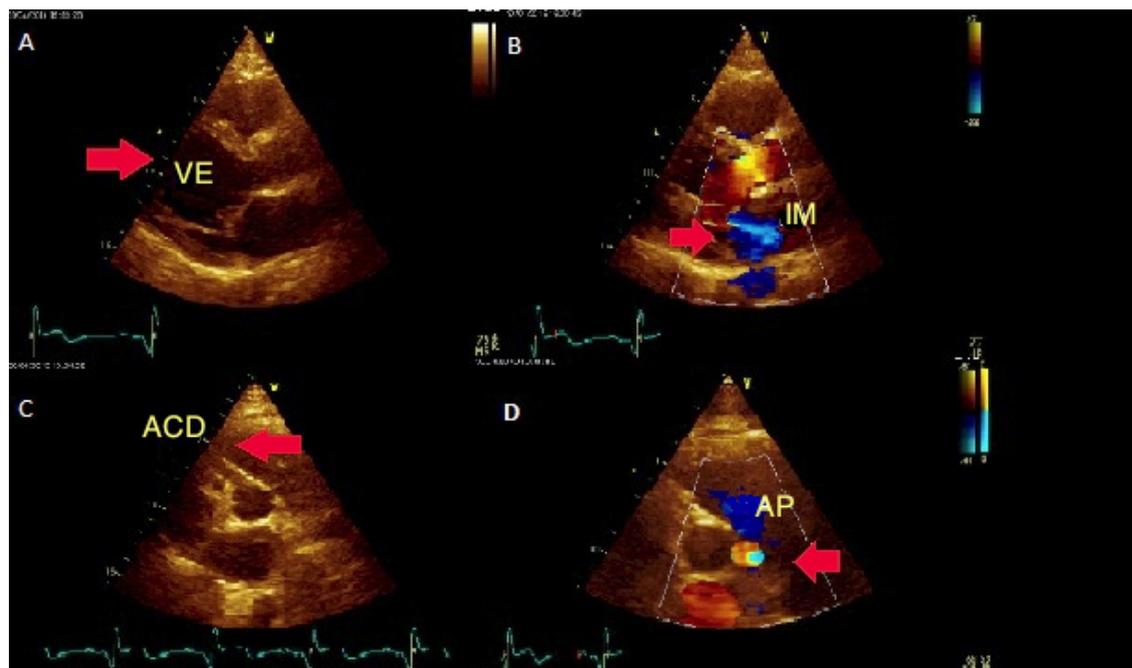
Achados ecocardiográficos na síndrome da origem anômala da artéria coronariana esquerda proveniente do tronco da artéria pulmonar evidenciando em A: Ecodopplercardiograma demonstrando aumento dos diâmetros cavitários do VE no corte paraesternal longitudinal (seta); B: Insuficiência mitral leve visualizada no paraesternal longitudinal (seta); C: Artéria coronariana direita dilatada (seta); D: Presença de fluxo sistólico diastólico no tronco da artéria pulmonar ao nível da valva aórtica no corte transverso da aorta (seta). VE: Ventriculo esquerdo; IM: Insuficiência mitral; ACD: Artéria coronariana direita; AP: Artéria pulmonar.
